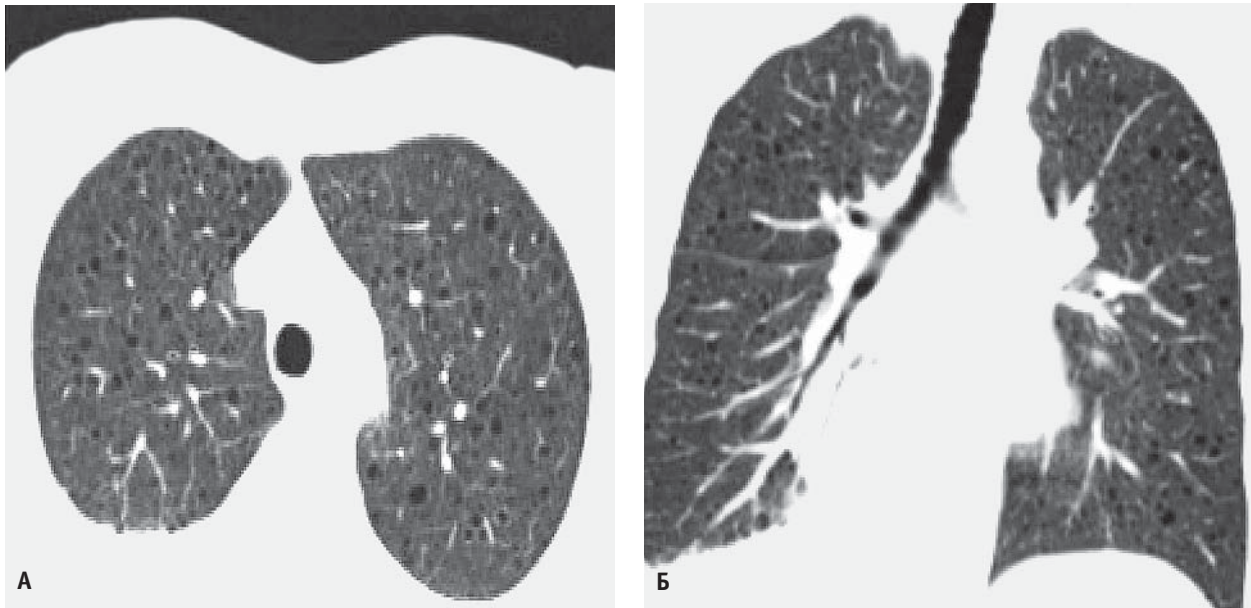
КТ скани грудної порожнини в легеневому вікні. Аксіальна (А) та фронтальна (Б) площини
